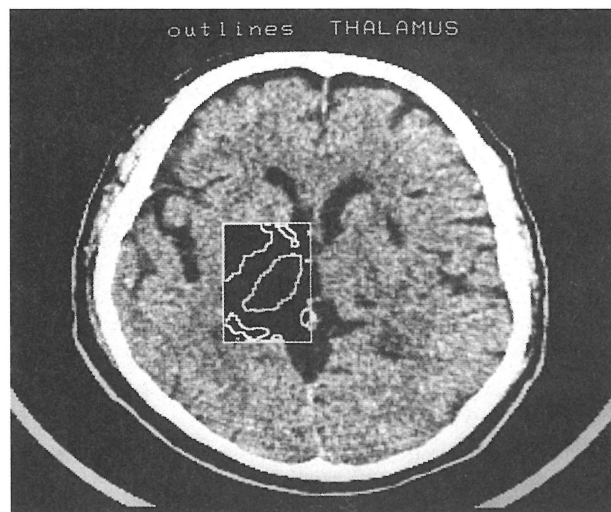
Umrisse des linken Thalamus im CT-Bild (Scanebene ca. 4 mm oberhalb der $c_a - c_p$ -Ebene). Anhand der Thalamusumrisse wurden Ventrikelbreite und laterale Thalamusausdehnung bestimmt
